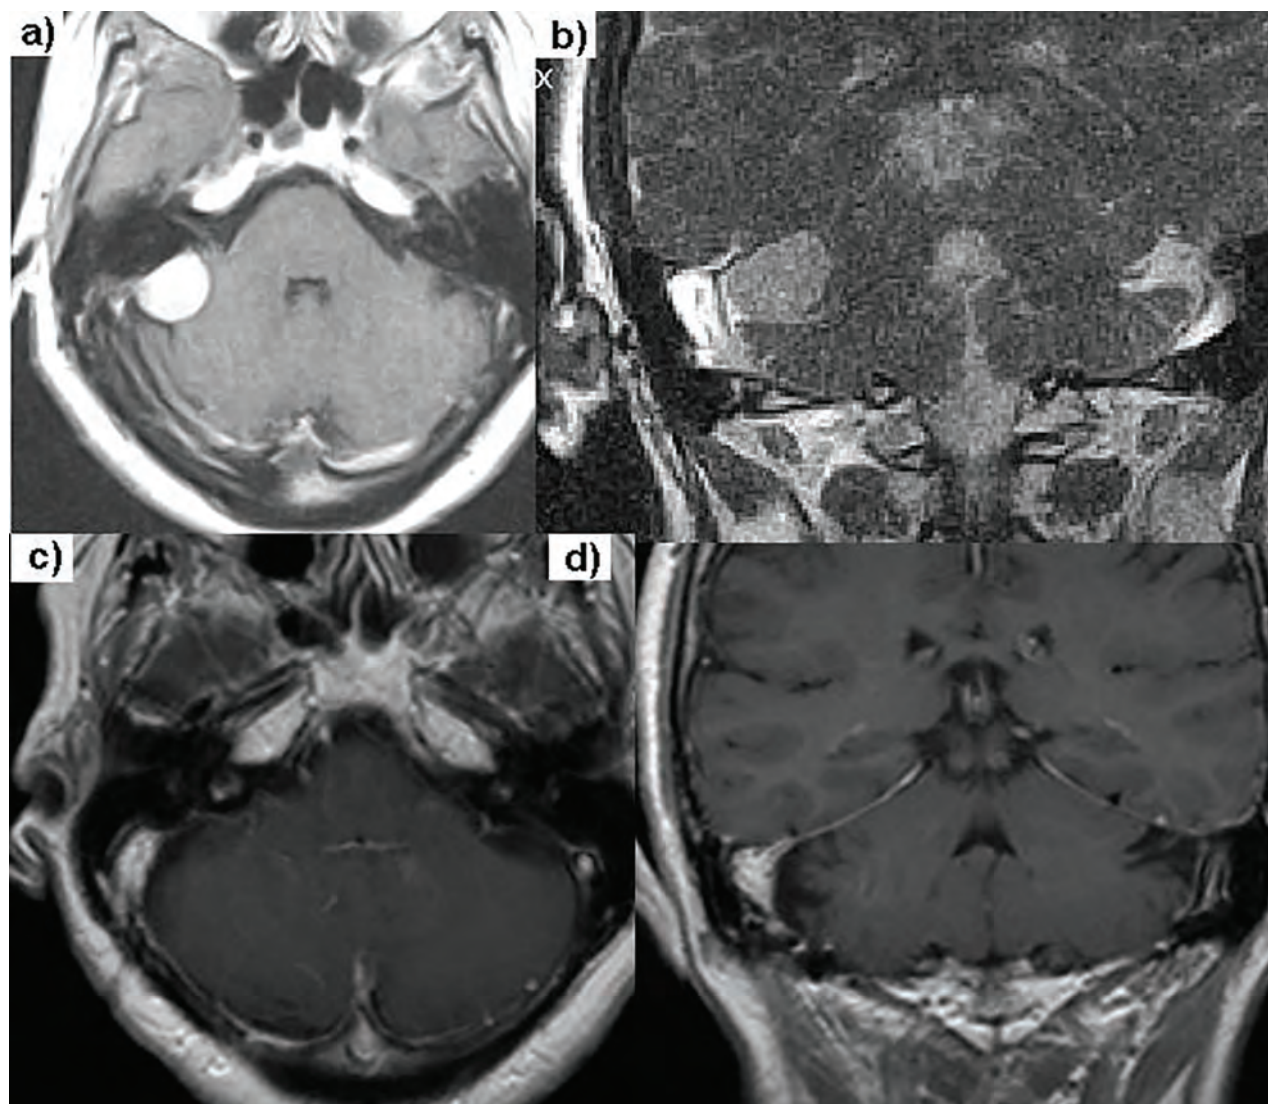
Paciente de 58 años, mujer; a) resonancia prequirúrgica; b) resonancia postquirúrgica.
